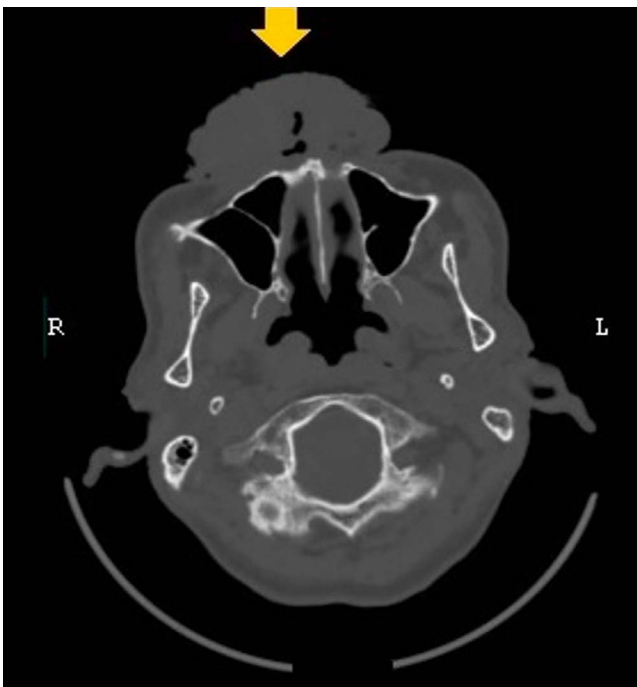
Corte axial Tomografía de cabeza y cuello. La flecha indica masa tumoral de aproximadamente 70 x 36 mm con presencia de gas en su interior y erosión a nivel del maxilar superior que ocupaba la cavidad oral, con compromiso de la espina nasal anterior, asimetría de amígdalas linguales.
